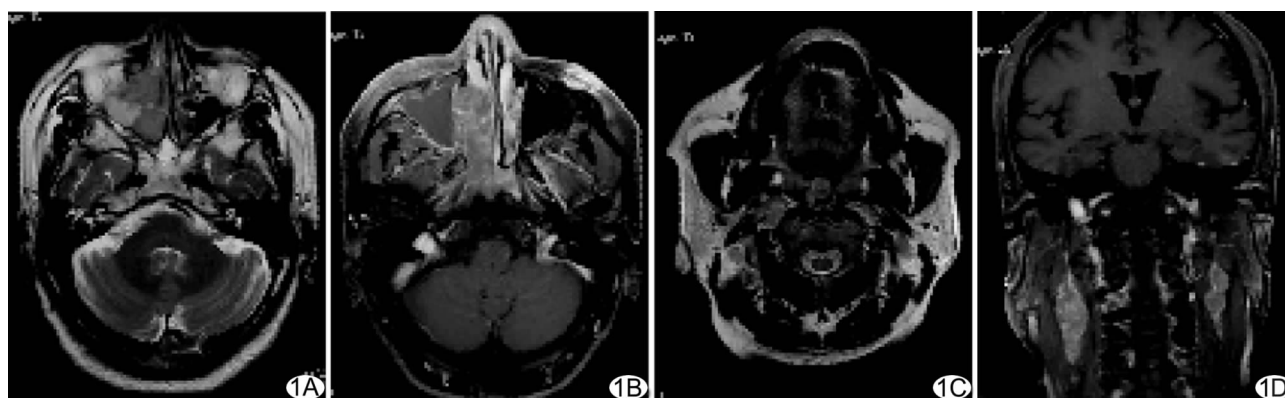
鼻腔鼻窦 SNEC 的 MRI 表现 右侧筛窦、上颌窦、鼻腔及双侧鼻咽顶后壁见不规则软组织肿块(A), 增强扫描病变呈明显强化, 筛窦内可见骨质破坏, 病变广泛累及周围结构(B), 双侧上牙槽骨受侵犯, 信号减低(C), 双侧咽旁间隙及颈深部可见多发肿大淋巴结(D)
